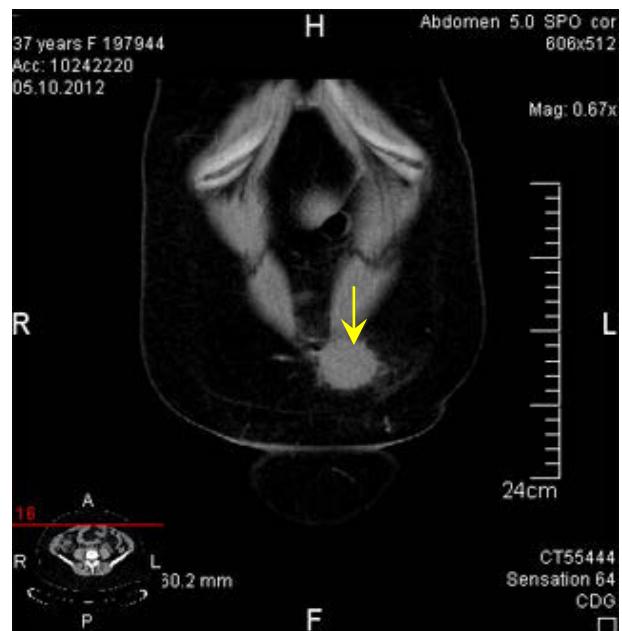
TC: formațiune tumorala a peretelui abdominal (→)
